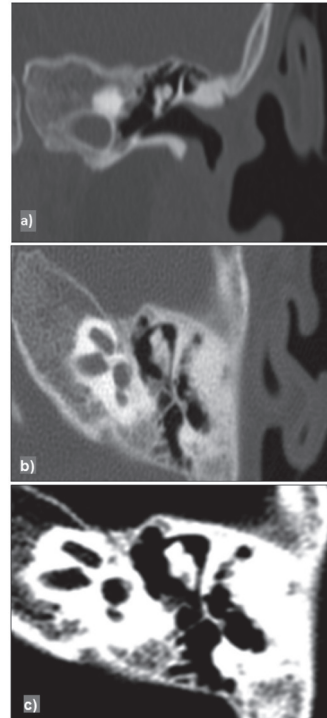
TC de alta resolução da orelha esquerda (caso 1), coronal (a), sagital (b), janela óssea (c).
